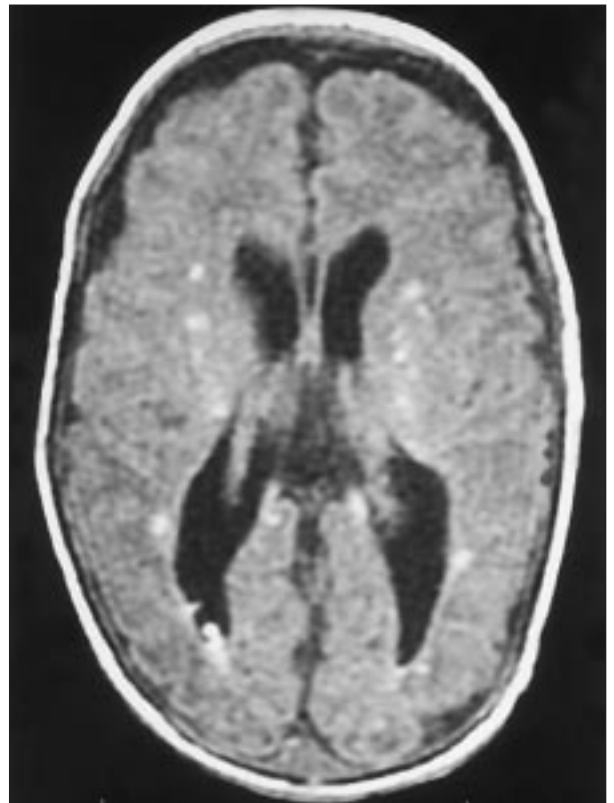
RM cerebral (T1). Corte axial que muestra lesiones focales hiperintensas a nivel periventricular e intraventricular.
